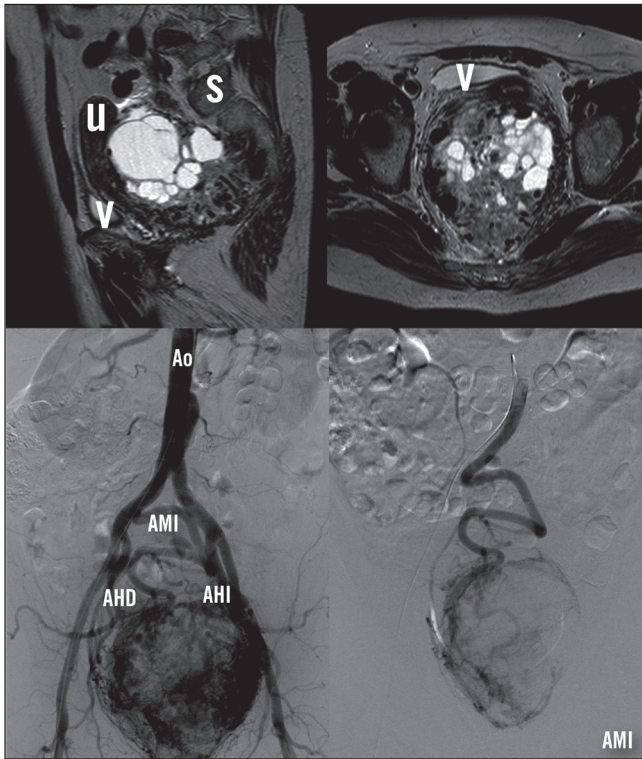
La RMN pélvica objetivó una tumoración pélvica de gran tamaño que desplaza útero (U), vejiga (V) y recto-sigma anteriormente. La arteriografía mostró aporte vascular de ambas arterias hipogástricas (AHD, AHI) y de arteria mesentérica inferior (AMI).
